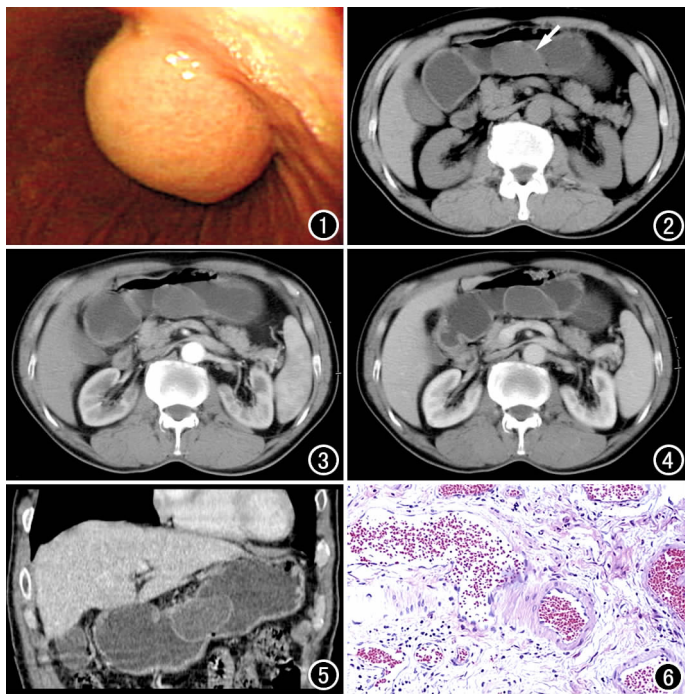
内镜示胃体中下部小弯近后壁2 cm×4 cm大小的隆起,图2 CT平扫示胃体后壁类圆形低密度灶,呈宽基底,向腔内突出,边缘光整(箭)。图3 动脉期增强扫描示肿块强化不明显,胃周脂肪间隙清晰。图4 静脉期示肿块仍未见强化,邻近胃壁未见异常增厚,胃周未见明显肿大淋巴结。图5 CT冠状面重组图像示胃体后壁类圆形低密度影突入胃腔,边缘光整,无明显强化。图6 镜下示黏膜下层血管、淋巴管扩张,大小不一,部分扩张成囊状(×100, HE)。
